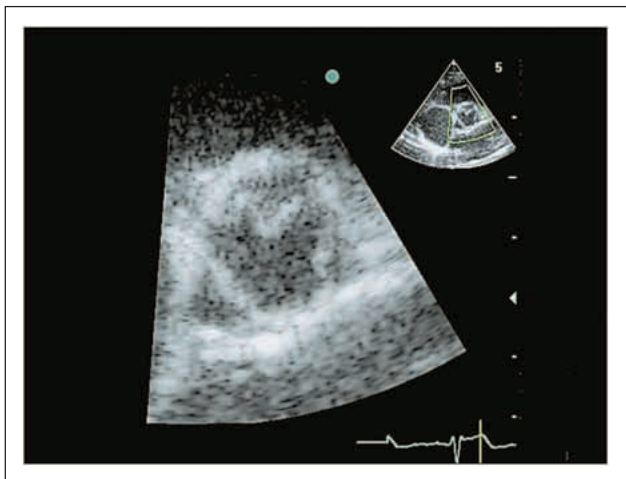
Parasternaler Querschnitt, Aortenklappe frühsystolisch
